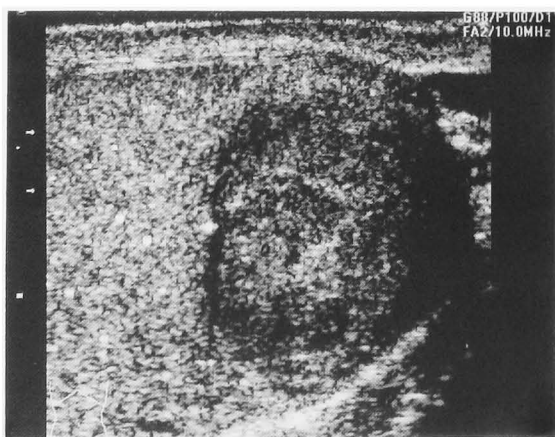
Sonographic appearance of the testicular tumor associated with testicular microlithiasis in the left testis of a 44-year-old male.
